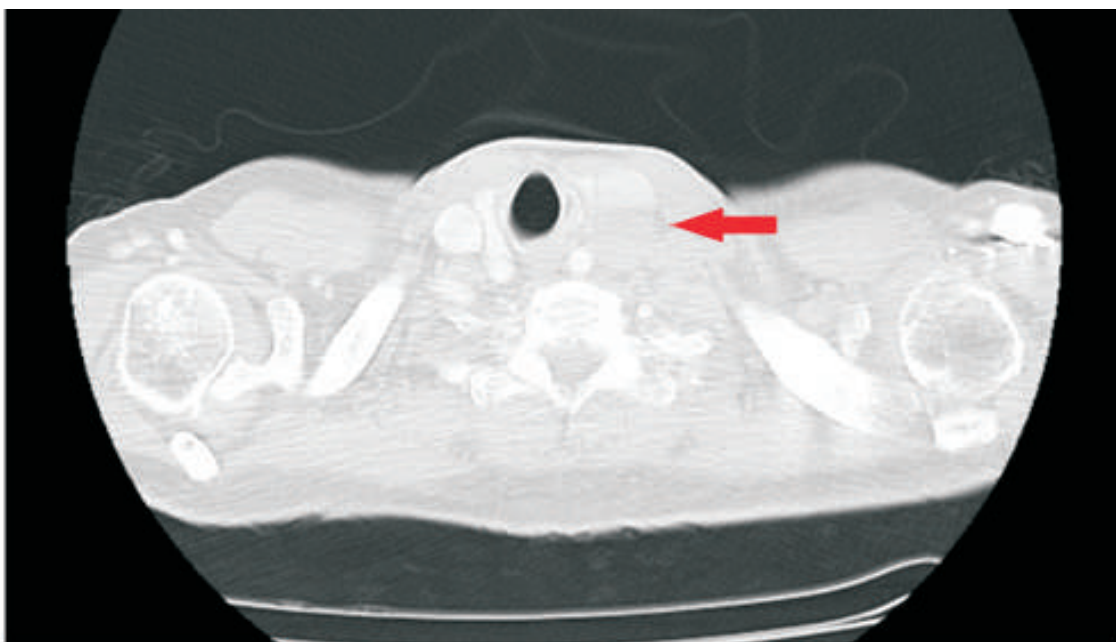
En el mismo TC se objetiva adenopatía supraclavicular izquierda, que comprime y desplaza la tráquea y otras estructuras adyacentes.
